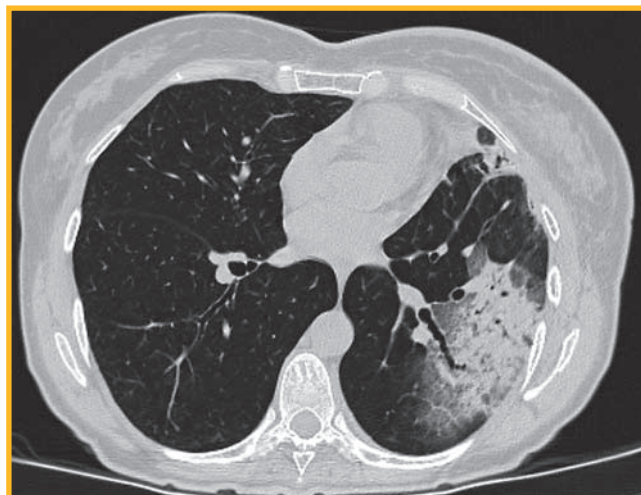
Компьютерно-томографические сканы легких пациентки К. после лучевой терапии
